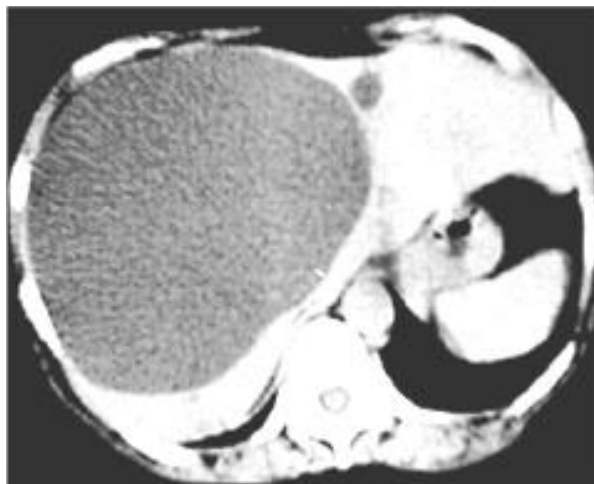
Компьютерная томограмма печени. Кисты в печени (однокамерные)
